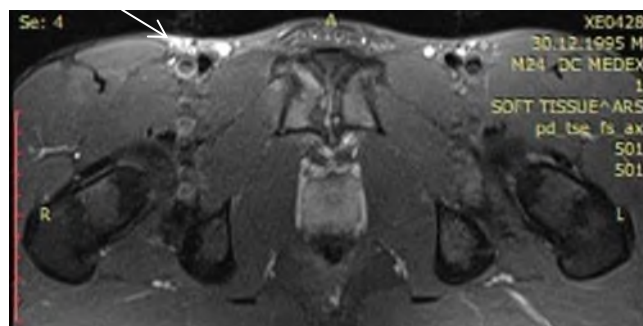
МРТ аксіальна томограма пахвинної ділянки. Визначається набряк правої лонної кістки та м'язових волокон привідних м'язів правого стегна на рівні його ентезису.
